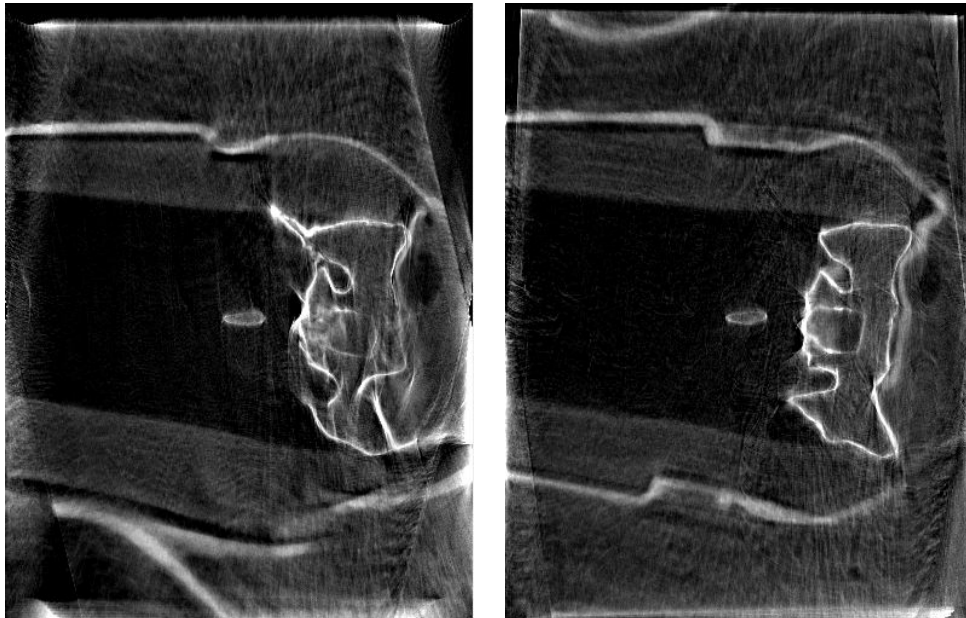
CBCT-Rekonstruktion mit FORCAST-Kalibrierung. Links ist die unkalibrierte Rekonstruktion, rechts die kalibrierte Rekonstruktion zu sehen.
